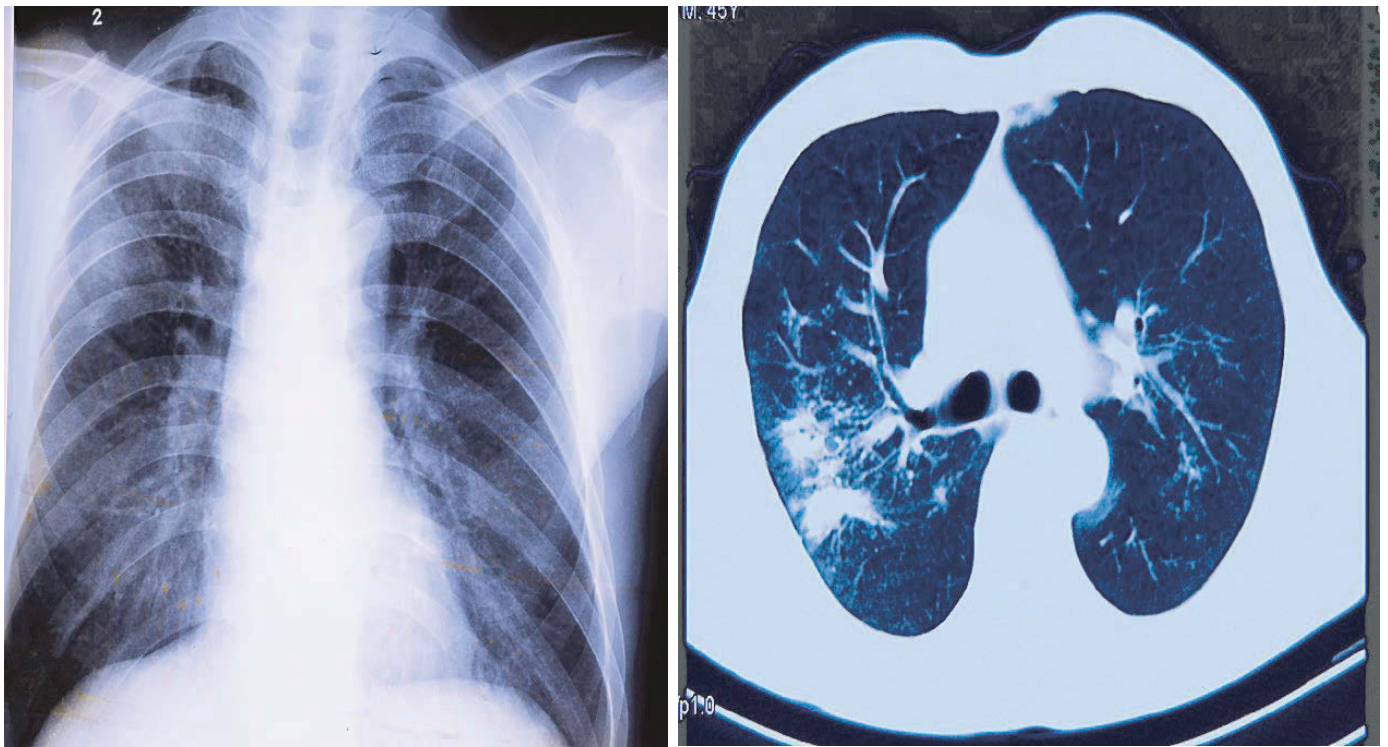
2009年 胸部X線写真および胸部CT写真
